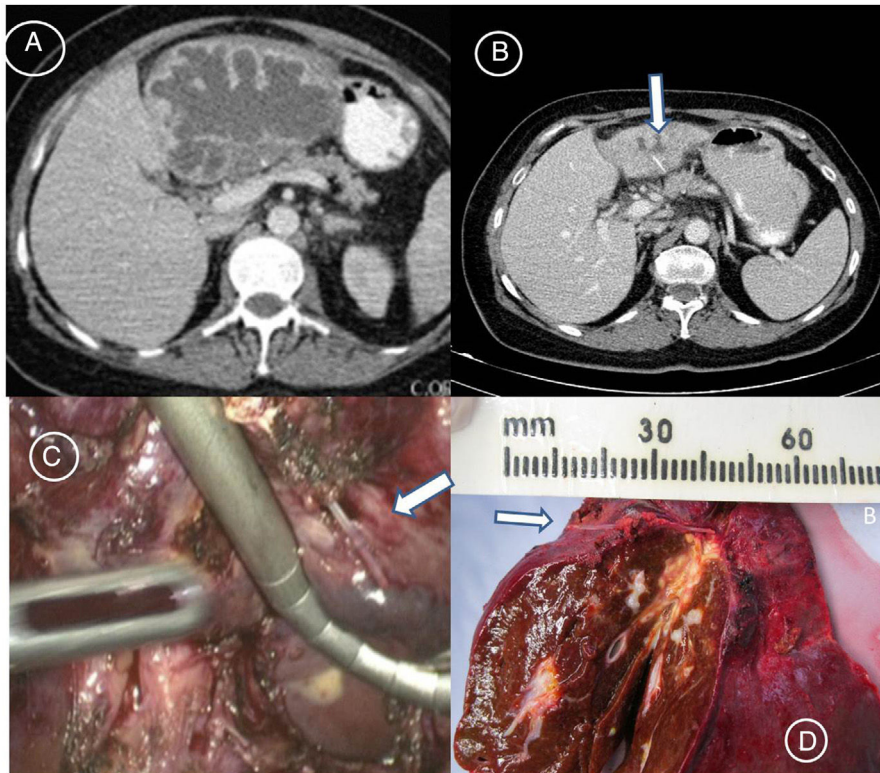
Paciente 1. A) TAC de ingreso que muestra un gran absceso del lóbulo hepático izquierdo de origen desconocido. B) TAC de control posdrenaje que muestra un lóbulo hepático izquierdo atrófico con el absceso hepático residual y una lesión lineal de alta densidad en el interior (flecha). C) Vista laparoscópica de la espina de pescado (flecha). D) Muestra correspondiente al segmento lateral izquierdo resecado del hígado. La espina de pescado (flecha) se muestra horizontalmente, habiendo migrado al hígado, y se puede observar el absceso hepático. Impresión en color.
